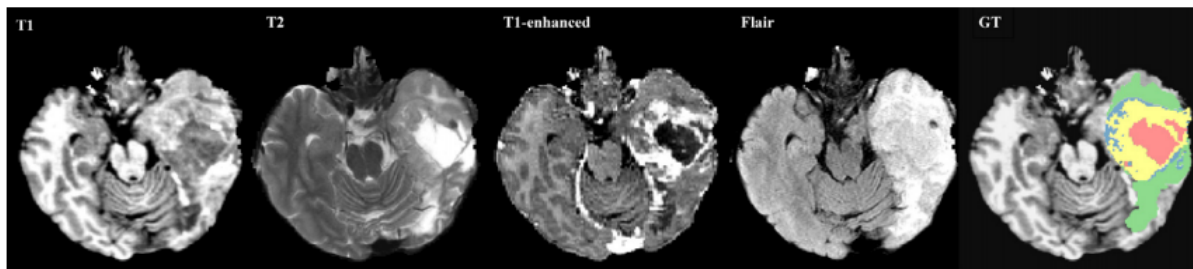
Багатоскладова модель сегментації на основі методу МРТ
